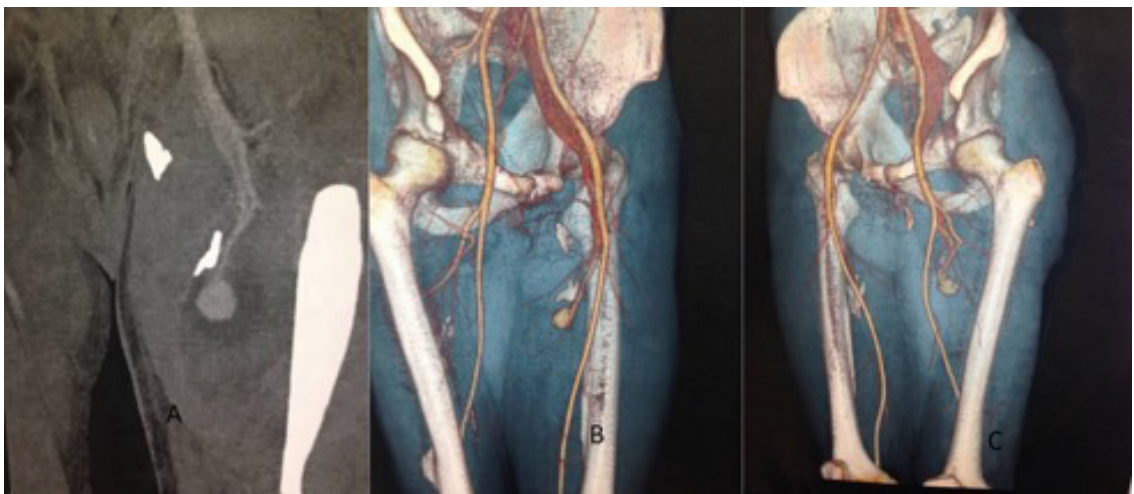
(A) Angiotomografia de pelve em plano coronal demonstrando imagem contrastada compatível com pseudoaneurisma da artéria femoral profunda; (B e C) Angiotomografia com reconstrução 3D evidenciando pseudoaneurisma de ramo perforante de artéria femoral profunda esquerda associado à fístula arteriovenosa.
